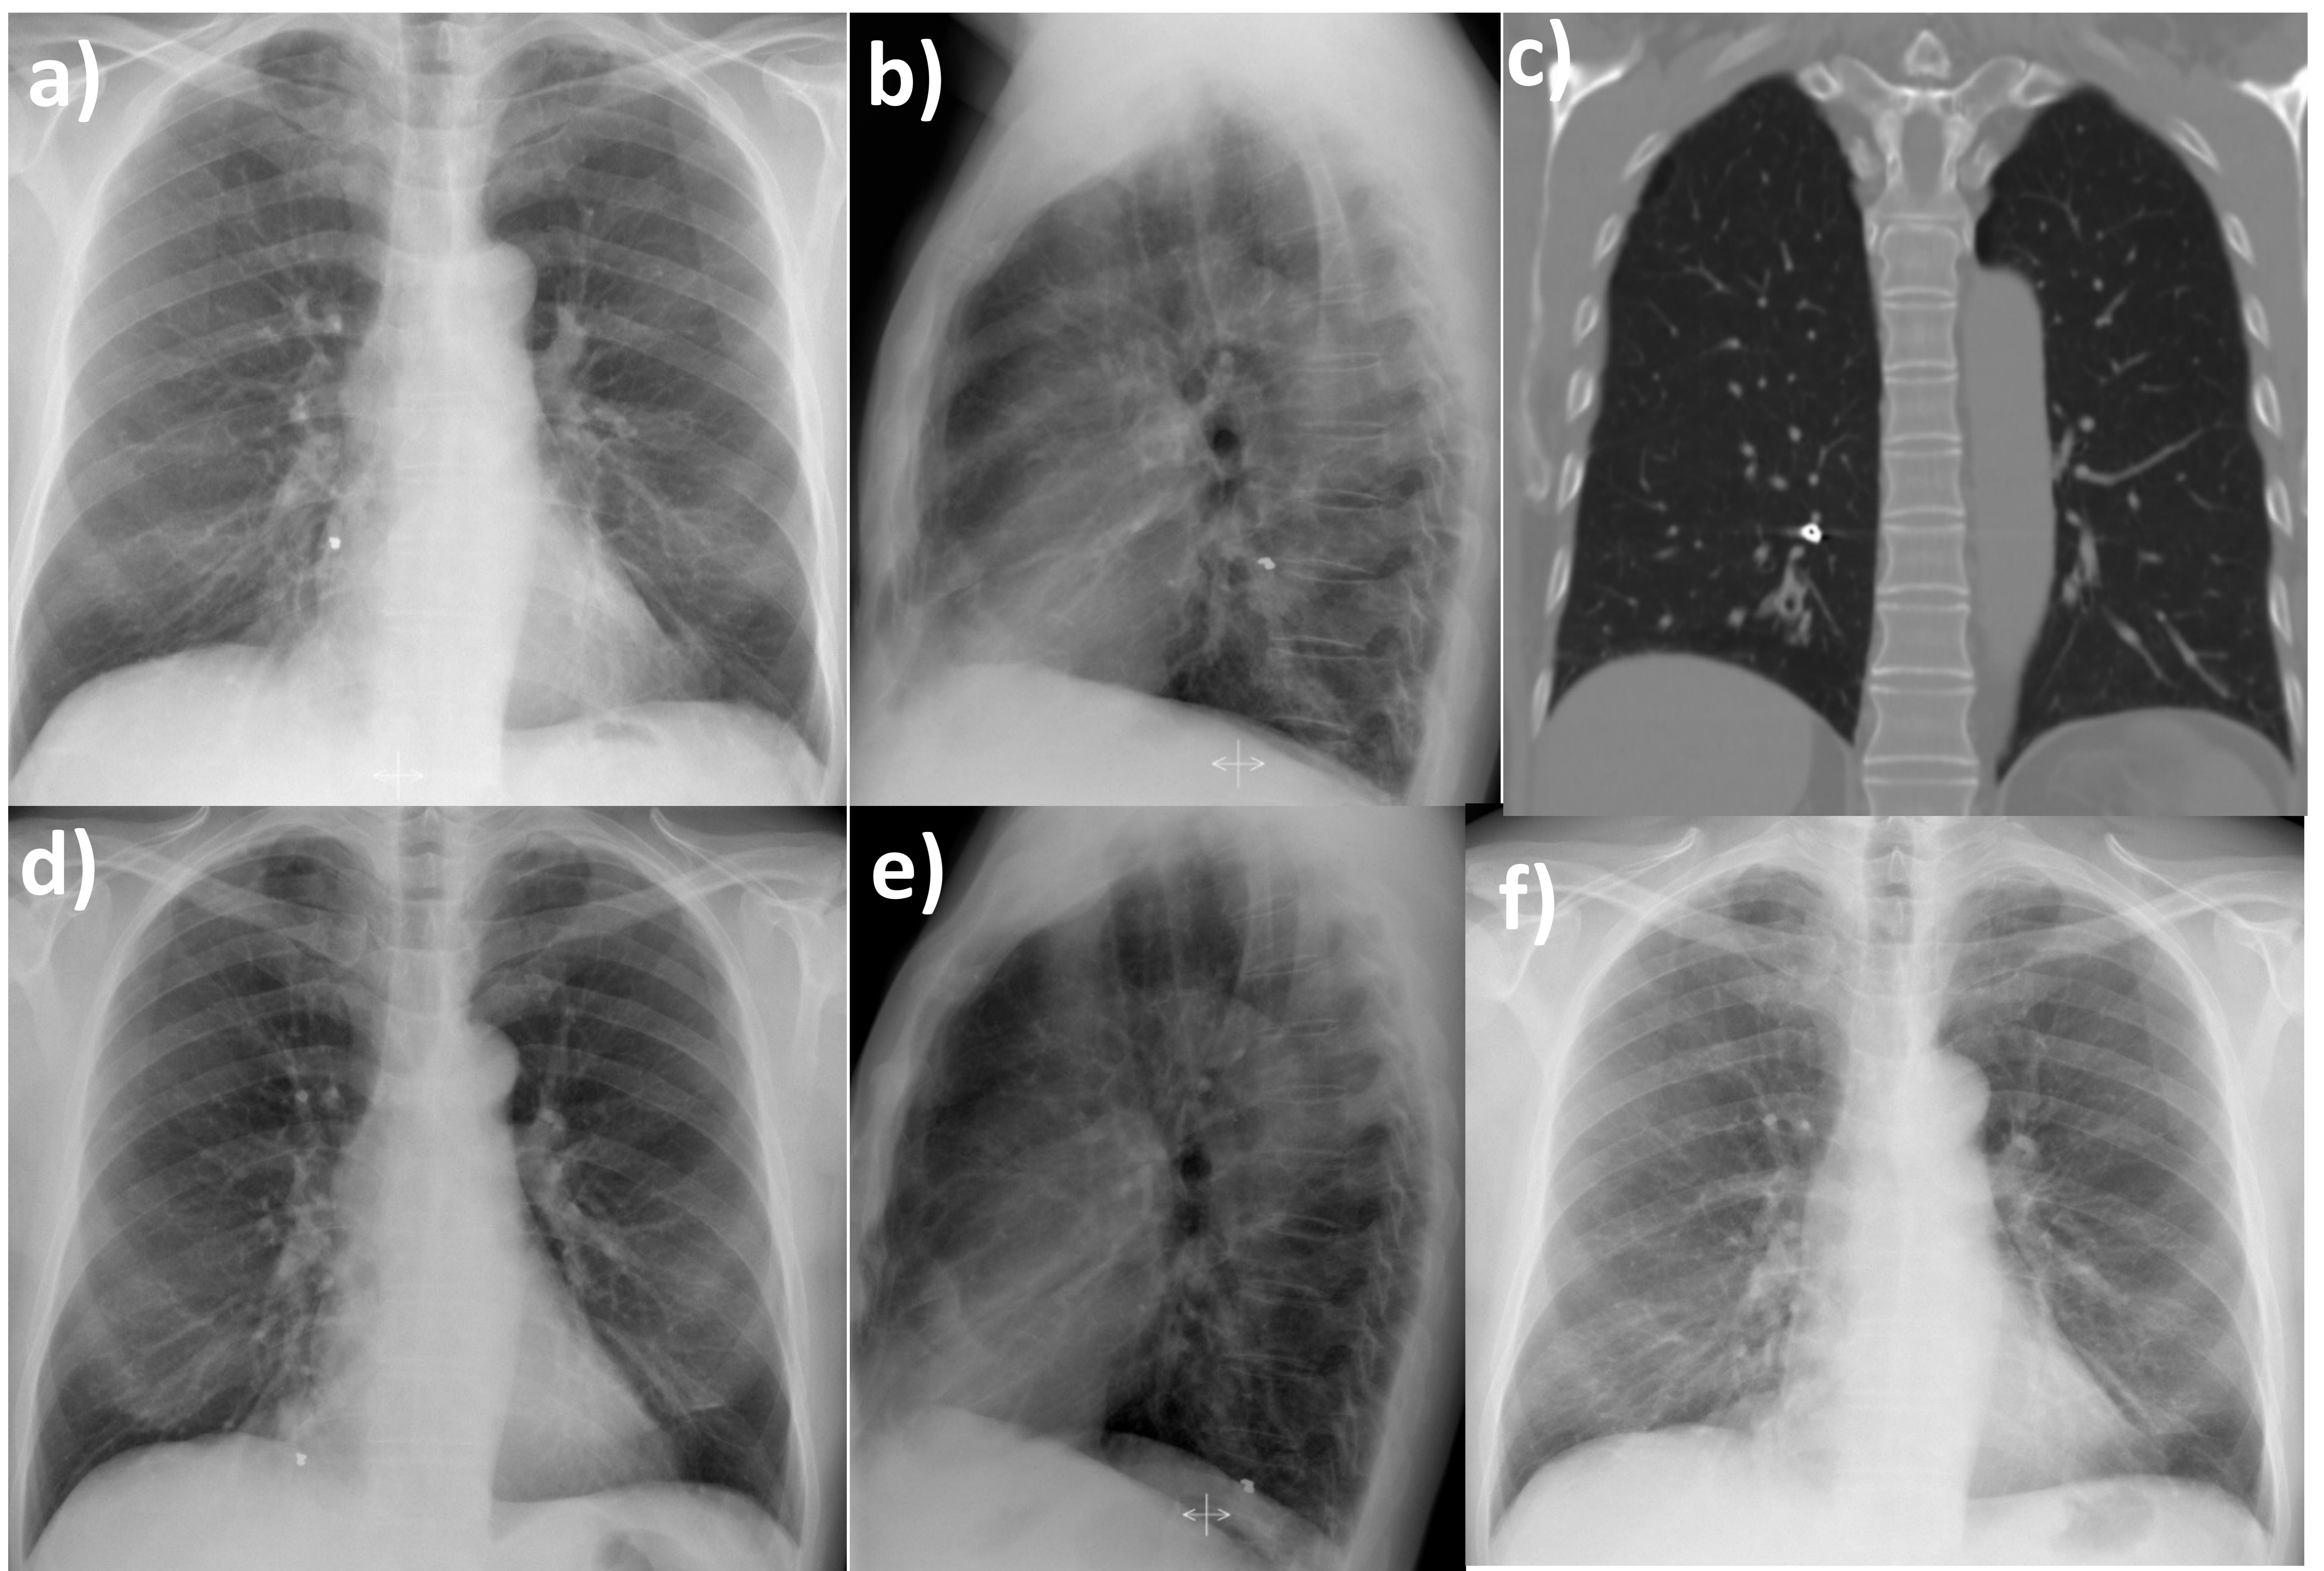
En la radiografía de tórax (a y b) se observa una imagen de densidad metal en lóbulo inferior derecho correspondiente a esquirla metálica inhalada. En TC de tórax sin contraste intravenoso (c) además de la esquirla se visualizan imágenes digitiformes de impactación mucoide distales. Tras tres bronoscopias no se consigue aspirar el cuerpo extraño que se desplaza distalmente (d y e) y finalmente se expulsó espontáneamente (f).
